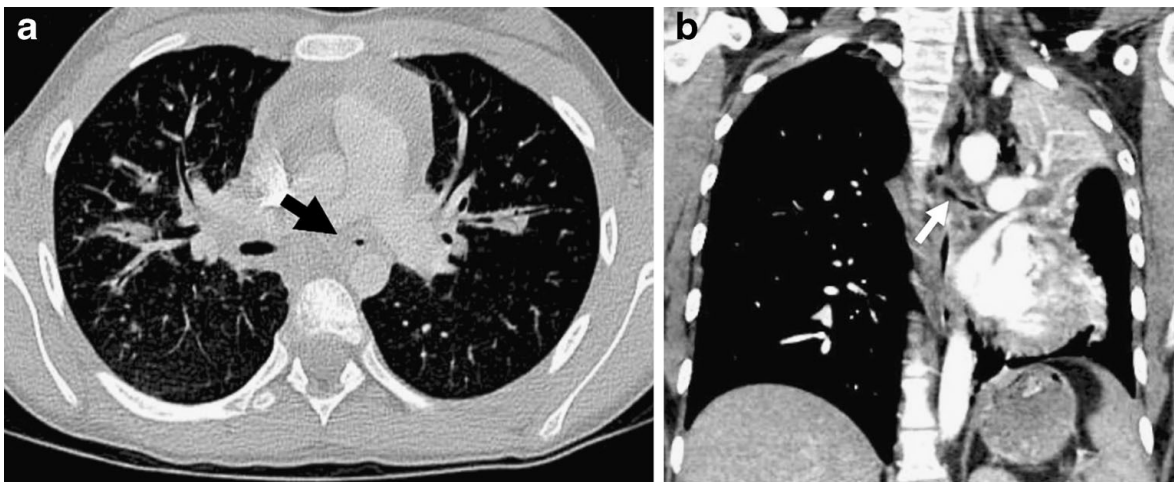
CT bei GPA in 9-jähriger Patientin¹⁰:
